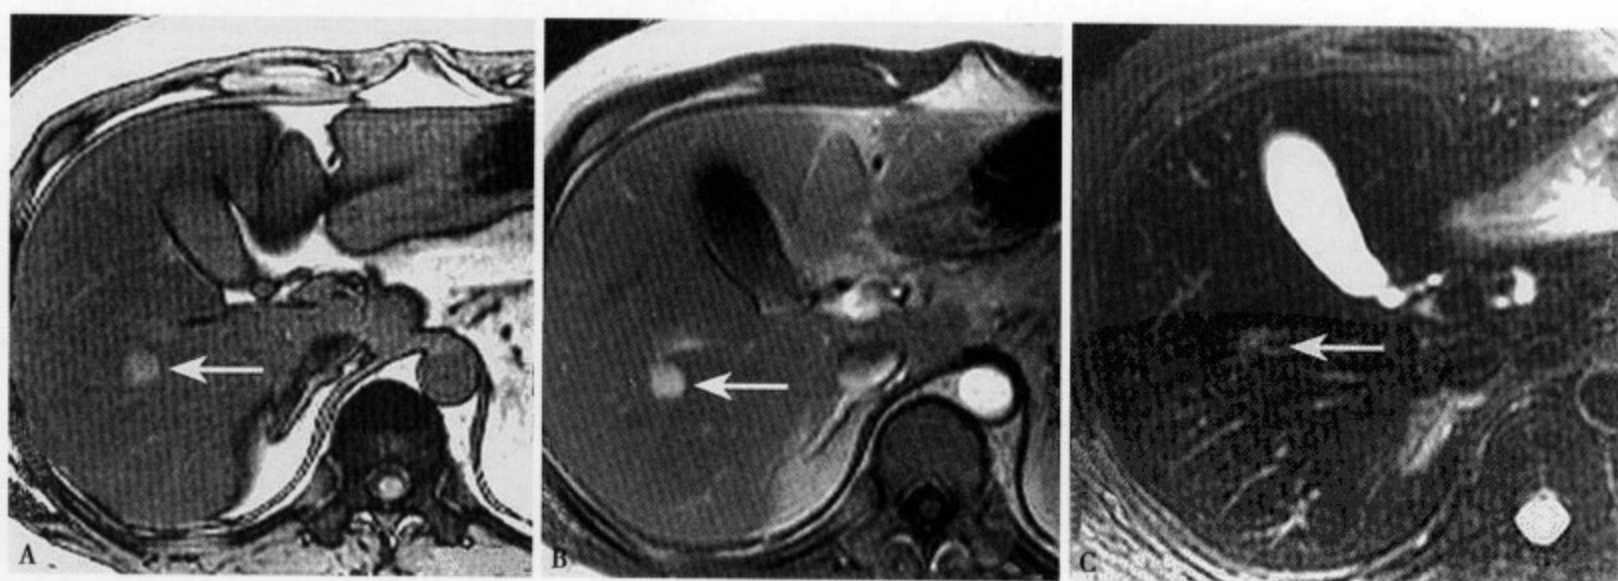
脂肪肝 APVS: T₁WI (A) 肝实质信号普遍减低, 肝右叶后段及胆囊的右侧缘分别显示一结节状和不规则形稍高信号病灶 (↑); 增强 MRI 动脉期 (B) 肝右叶后段病灶呈均匀性强化; SPIO 增强 (C) 后右叶圆形病灶几乎呈等信号, 提示存在正常肝组织有对比剂摄入
